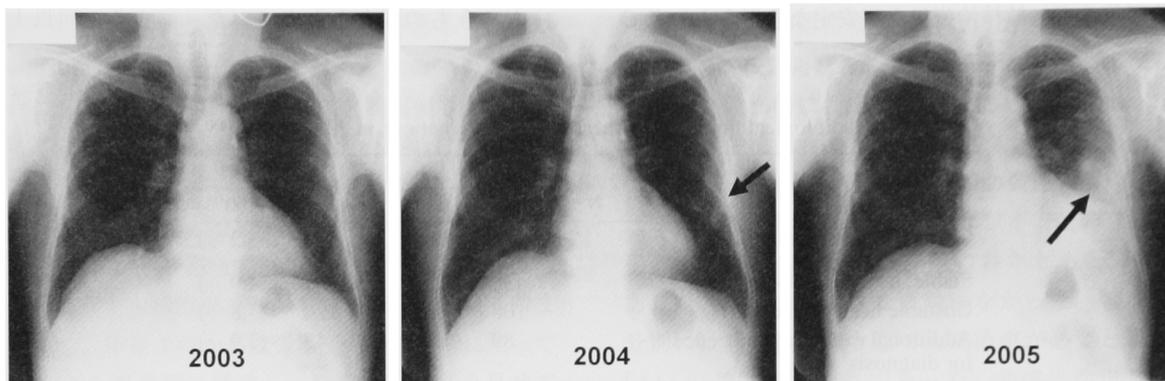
Chest X-ray pictures in 2003, 2004, and 2005 of Case No.2
